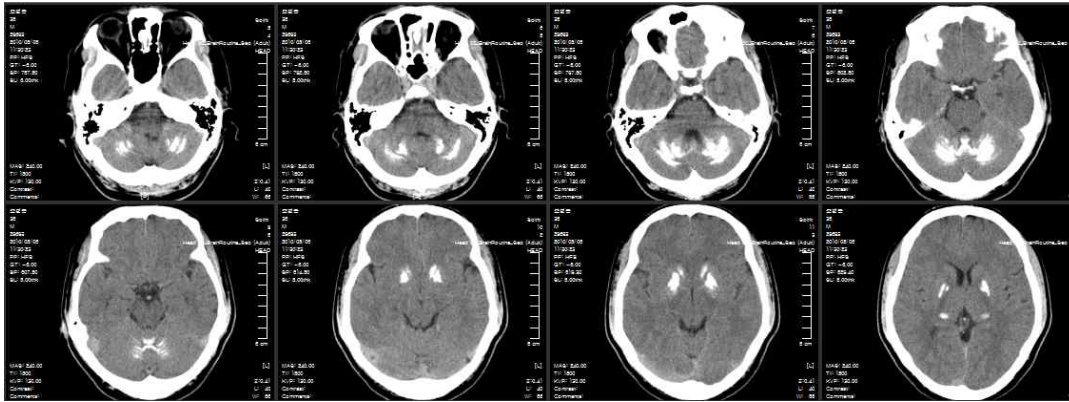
Brain CT of the patient's 38-year-old son.
